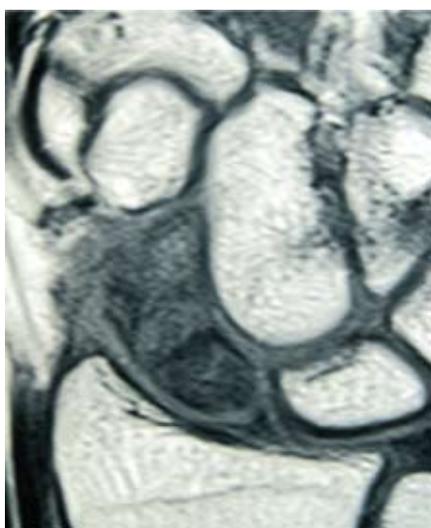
Corte coronal de TC do punho mostrando a pseudoartrose do escafoide e a viabilidade do fragmento proximal.
